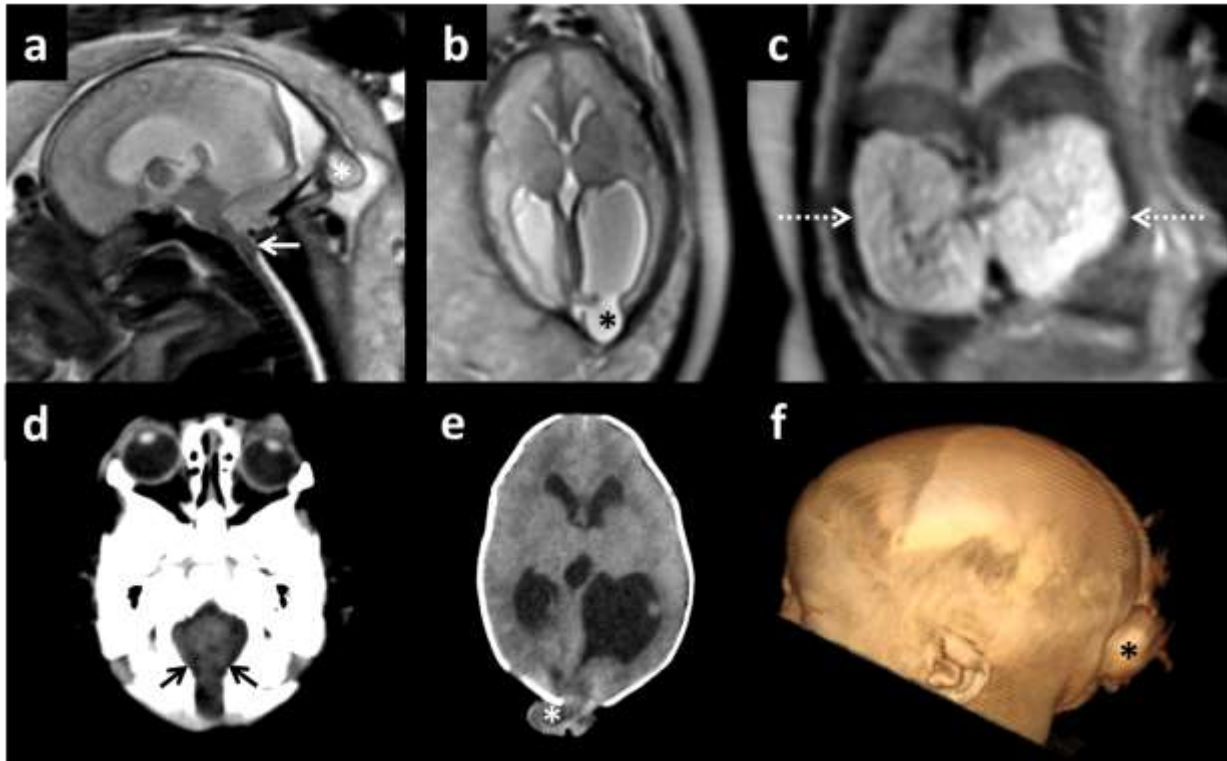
Valor adicional de la RMf. Feto femenino de 32 semanas en US con diagnóstico de encefalocele occipital, ventriculomegalia y poliquistosis renal. En RMf, a las 34 semanas, se observó encefalocele occipital (asterisco), ventriculomegalia y herniación de las amígdalas cerebelosas a través del foramen magno (flechas enteras) y se estableció el diagnóstico de malformación de Chiari tipo III. Imágenes a) sagital, b) axial del encéfalo fetal. Imagen c) corte coronal del abdomen fetal donde se observa la poliquistosis renal (fechas cortadas). TC postnatal a los 5 días de vida donde se confirman los hallazgos de RMf, imágenes d) y e) axiales, f) Reconstrucción 3 D en vista lateral. Diagnóstico final de síndrome de Meckel Grubel.
